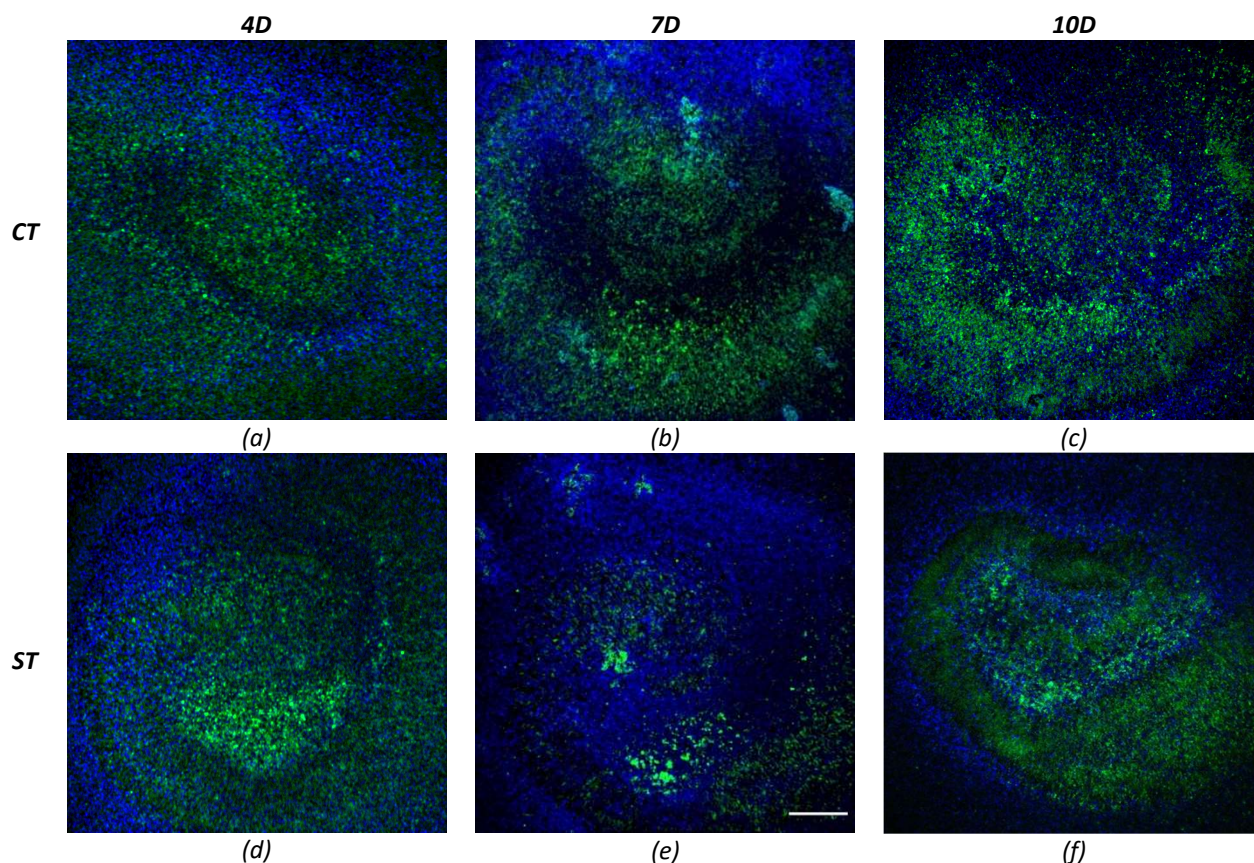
Imagem representativa de uma cultura incubada por 4 (a, d), 7 (b, e) ou 10 (c, f) dias em meio com tiamina (CT; a, b, c) ou meio sem tiamina (ST; d, e, f). Em verde estão representados os neurônios marcados com anti-NeuN e, em azul, o núcleo de todas as células marcadas com DAPI. A linha horizontal branca na imagem (e) representa 200 μm .
